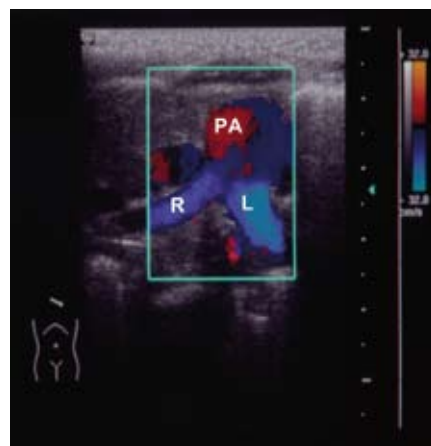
Farbdopplerdarstellung der Arteria pulmonalis in der kurzen Achse. Die rechte Pulmonalarterie (R) ist kleiner als die linke (L; PA: Pulmonalis-Hauptstamm).
